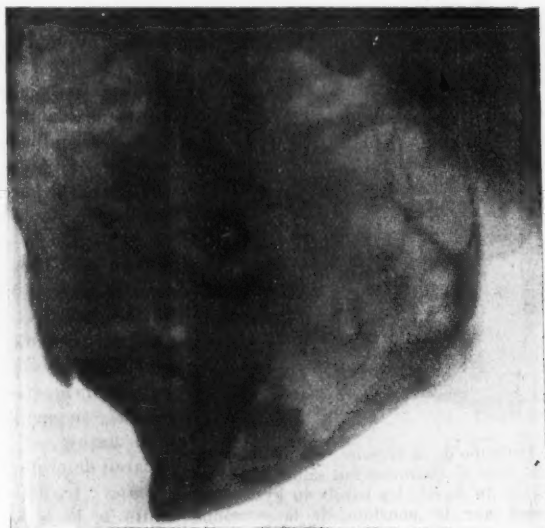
Radiographie. On voit très nettement la dent incluse dans la mâchoire (d'après Fritsch).
